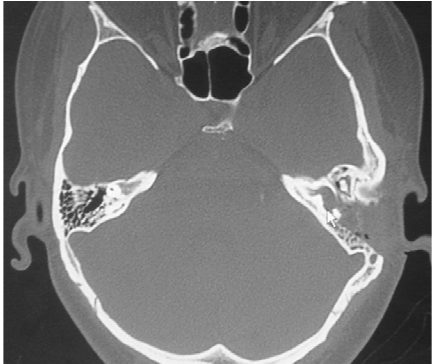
病例 1 术后轴位 CT 显示瘘口处软组织充填
